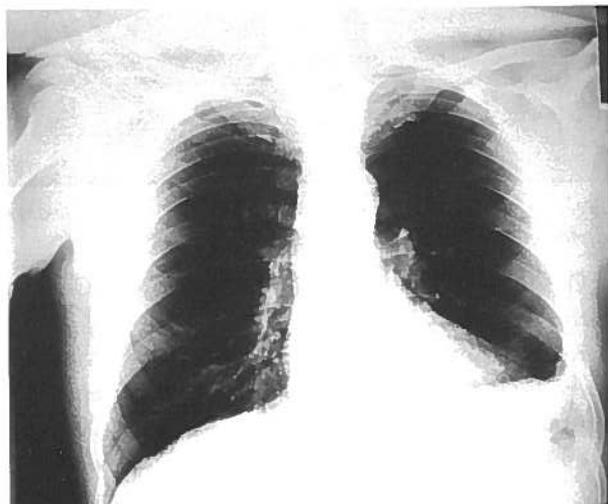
Radiografia pulmonar seis meses após a alta - ligeira subida da hemicúpula diafragmática esquerda com bloqueio do ângulo costo-frênico homolateral
